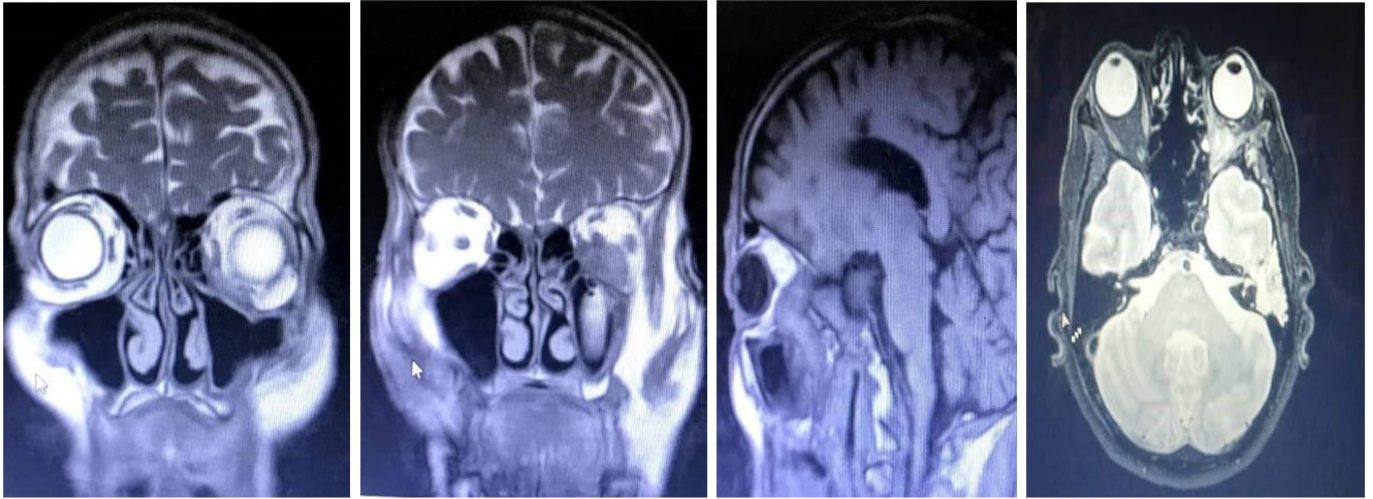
Imagen por Resonancia Magnética de cráneo simple
